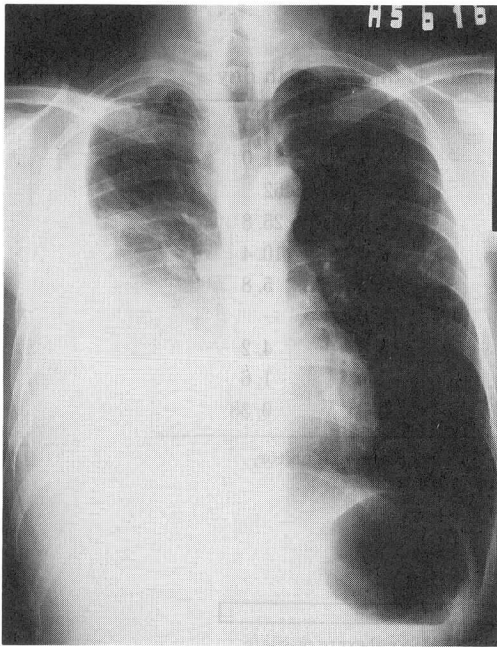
Chest roentgenogram shows a massive right-sided pleural effusion and patchy infiltrates in both lung fields.
